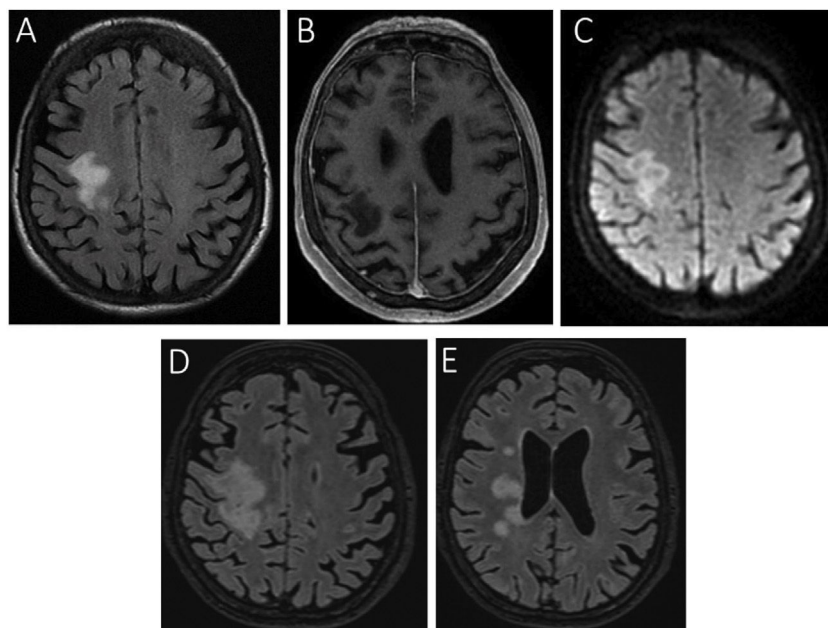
Imágenes de RM craneal potenciadas en axial T2 FLAIR, T1 gadolinio y difusión.
